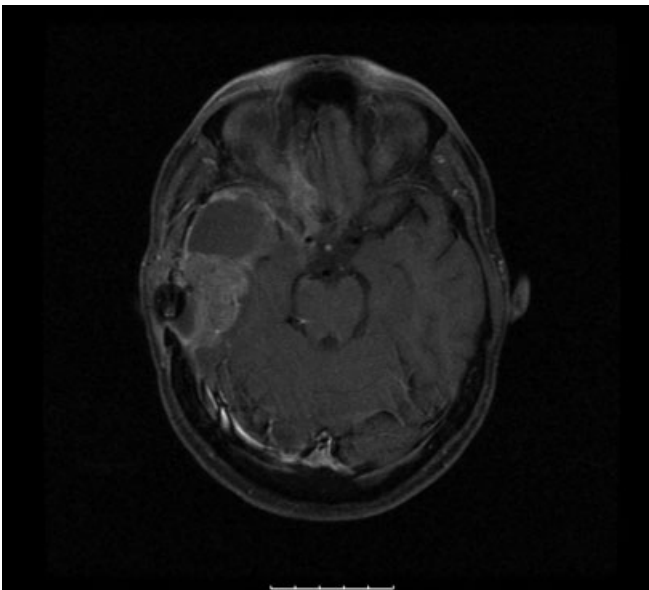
RM (axial, T1, com contraste) aos 5 meses com evidência de metástases.
